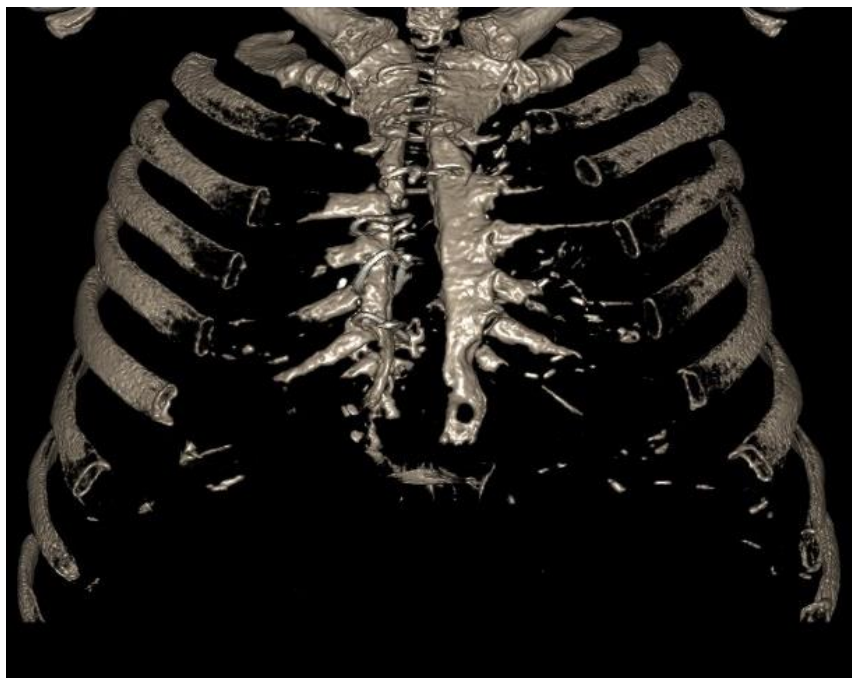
МСКТ органов грудной клетки с 3Д-реконструкцией.
